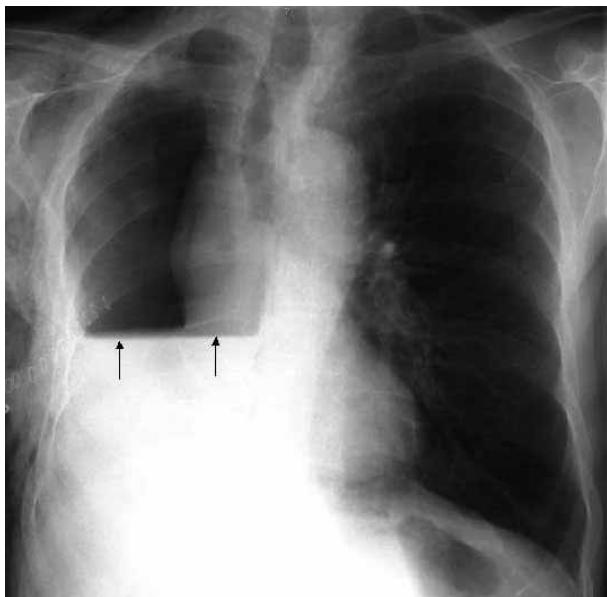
Radiografía de tórax postoperatoria de un enfermo al que se ha realizado una neumonectomía derecha. Se aprecia una cámara pleural con un nivel hidroaéreo (flechas) que corresponde a la cavidad pleural postoperatoria, parcialmente llena de líquido pleural reaccional. Desviación de las estructuras mediastínicas hacia el lado intervenido.
